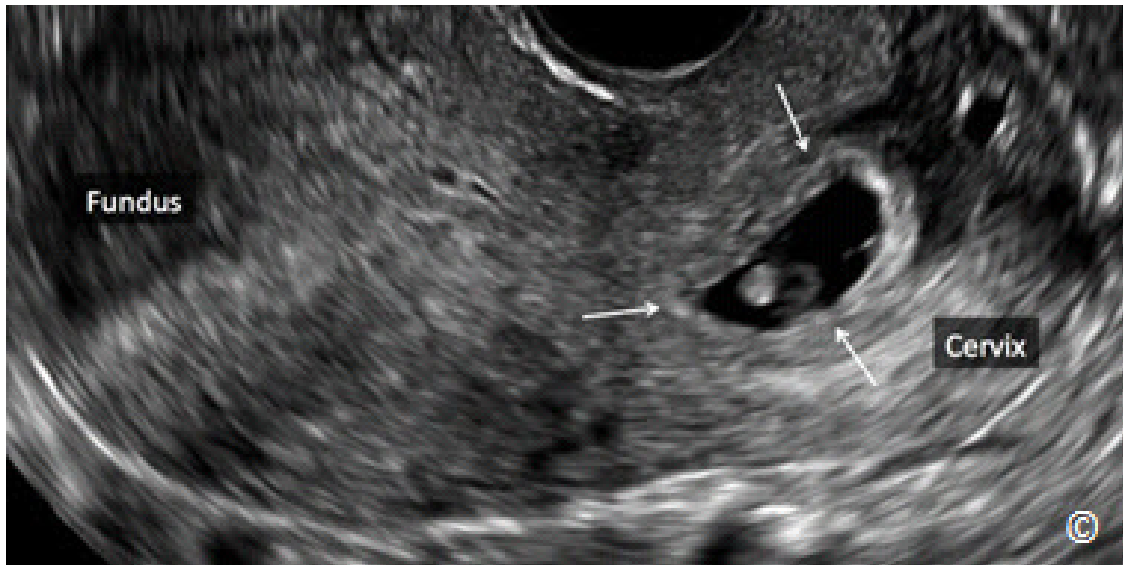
Ultrasonido transvaginal de un plano sagital del útero que muestra un embarazo ectópico cervical (flechas). El fondo del útero y el cérvix están rotulados para la orientación de la imagen.
